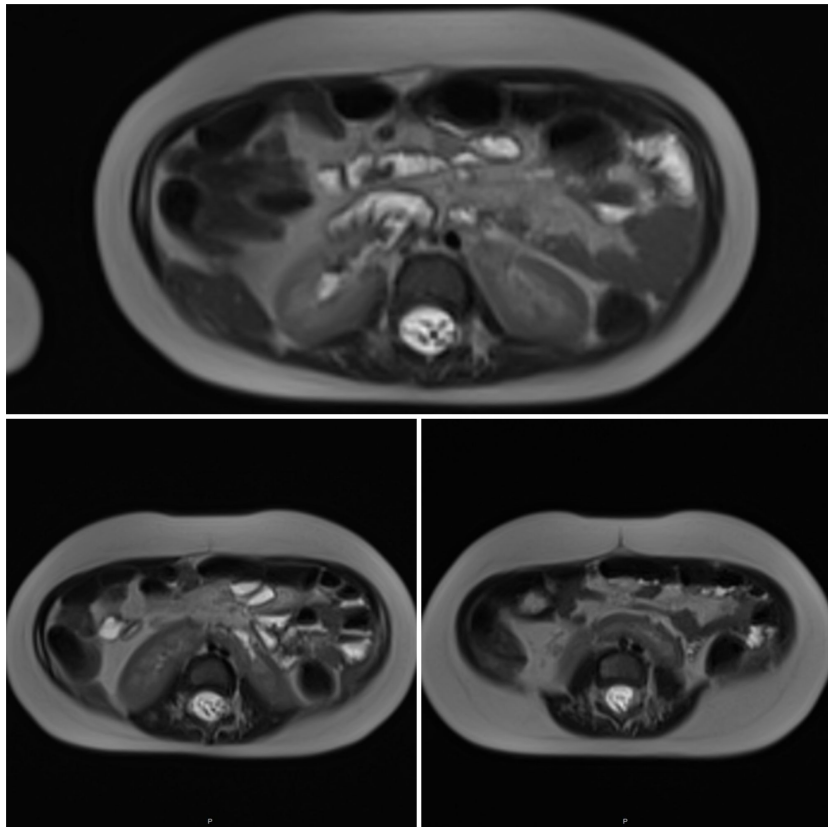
RMN de abdomen, cortes axiales T2. Se identifica fusión de ambos riñones a través de su polo inferior, compatible con riñón en herradura.
